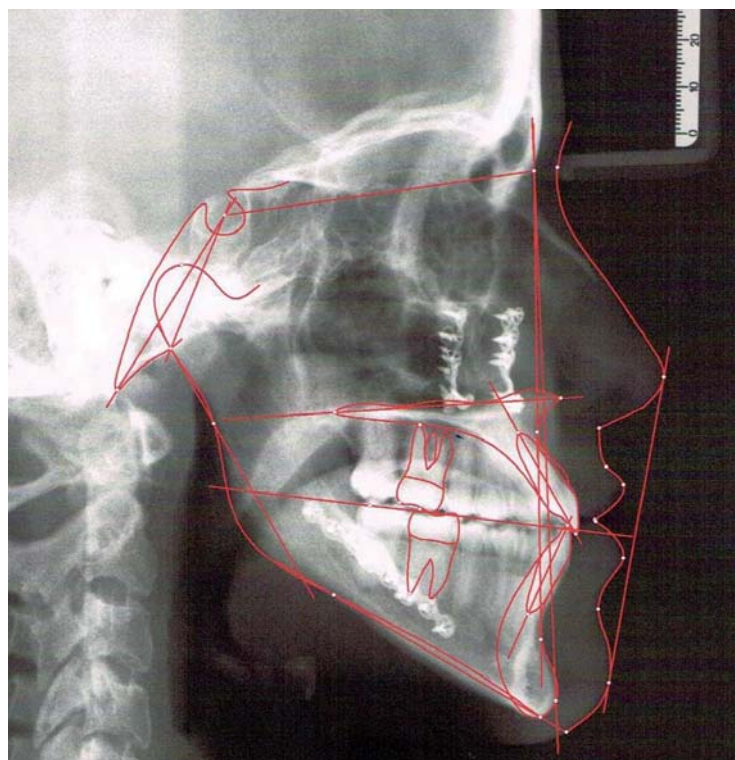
Durchgezeichnete Ferrnröntgenseitenaufnahme vor Behandlungsbeginn mit vergrößertem negativen ANB-Winkel und WITS-Wert als Indizien für einen skelettalen Mesialbiss. Starke Protrusion der oberen und weniger ausgeprägte Retrusion der unteren Schneidezähne (in Relation zur Oberkieferenebene beziehungsweise zur Unterkieferenebene). Dolichocephaler Gesichtsschädelaufbau mit stark vergrößertem Grundebenen- und Kieferwinkel.
